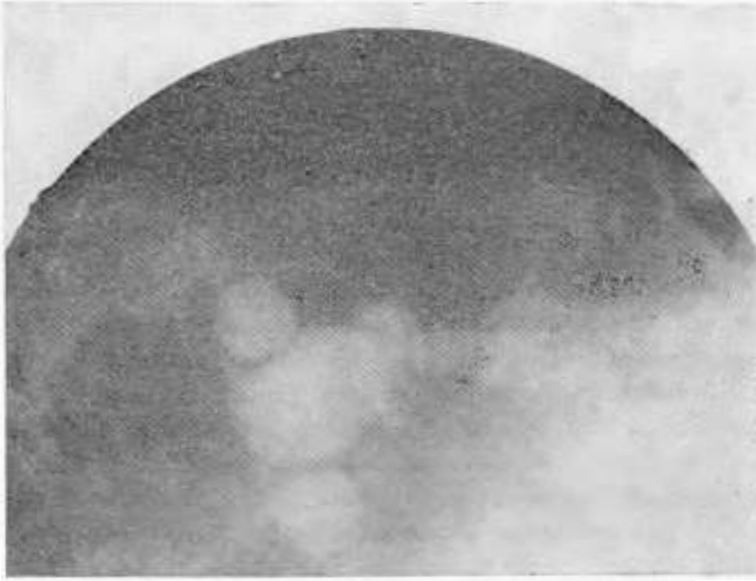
Radiografía simple de axila. Muestra cinco adenopatías metastásicas de un carcinoma de mama.
